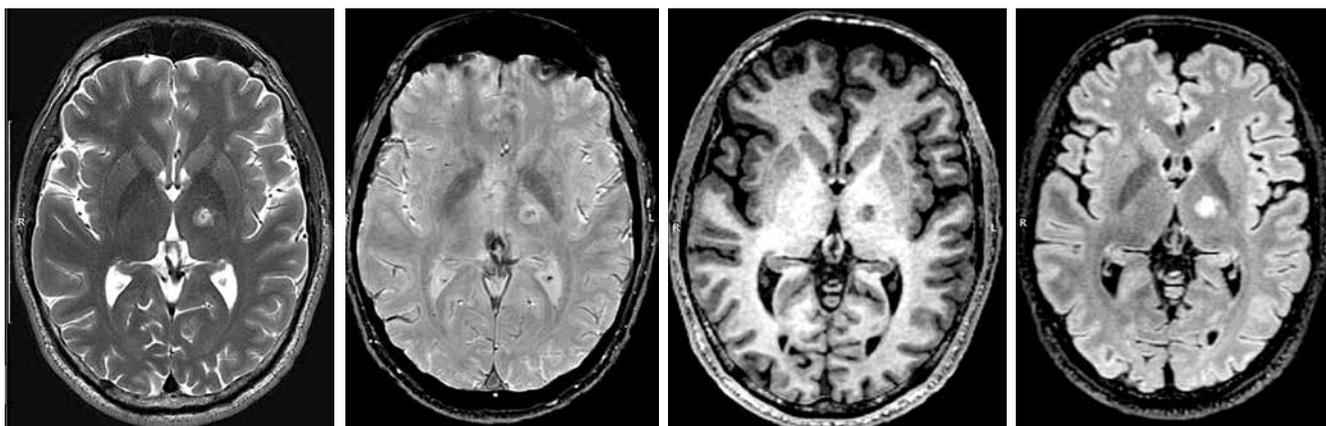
Серия магнитно-резонансных томограмм в аксиальной проекции: T2-, SWI-, T1-, FLAIR-последовательности, выполненные сразу после операции. Фокус некроза с вазогенным отеком в левом таламусе
